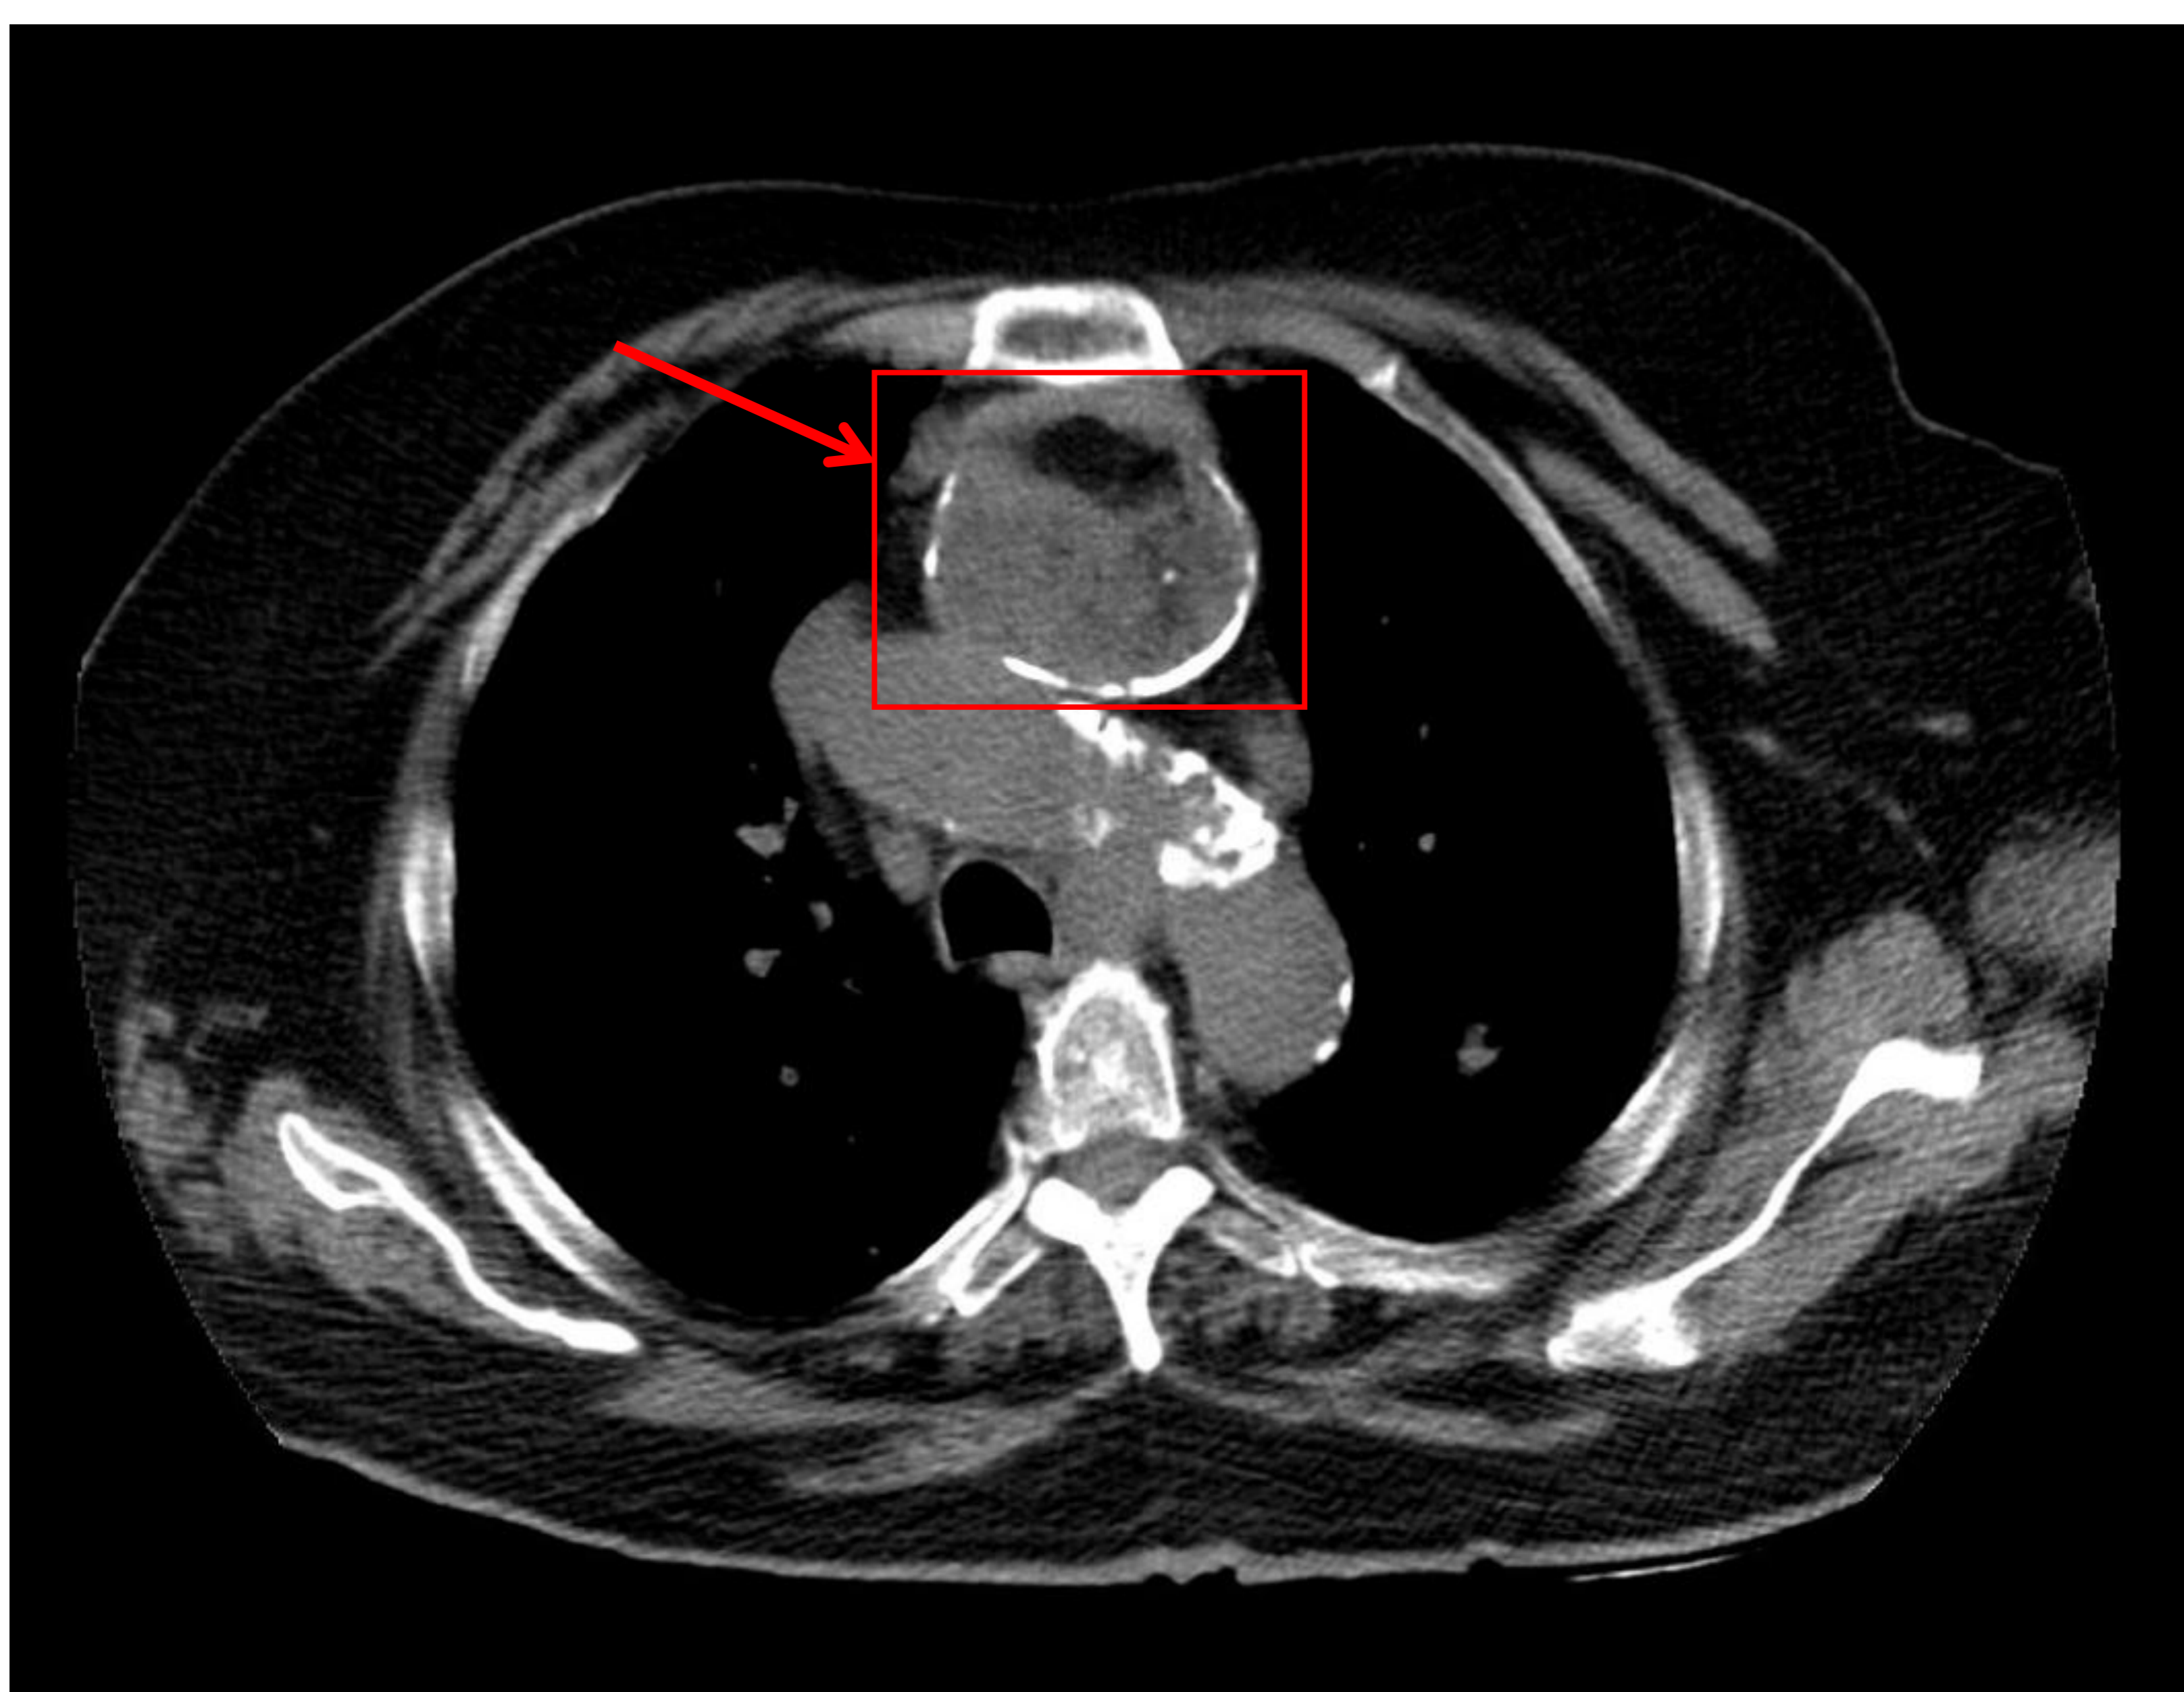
Paciente de 70 años en la que se realiza TC de tórax en el contexto de disnea. Se observa una lesión redondeada de contenido heterogéneo (componente graso y componente de calcio principalmente) en mediastino anterior (flecha roja). La anatomía patológica confirmó la sospecha de teratoma.
